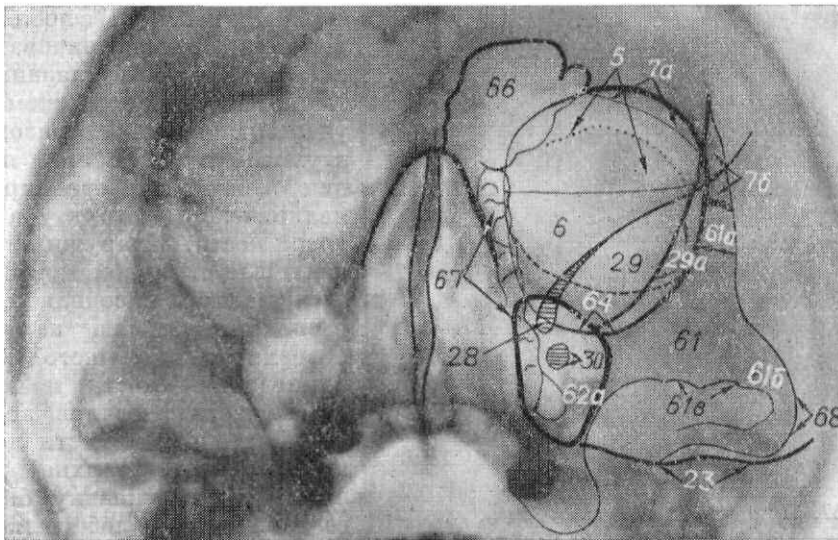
Рентгенограмма глазницы в носо-подбородочной проекции (угол наклона 60°).
